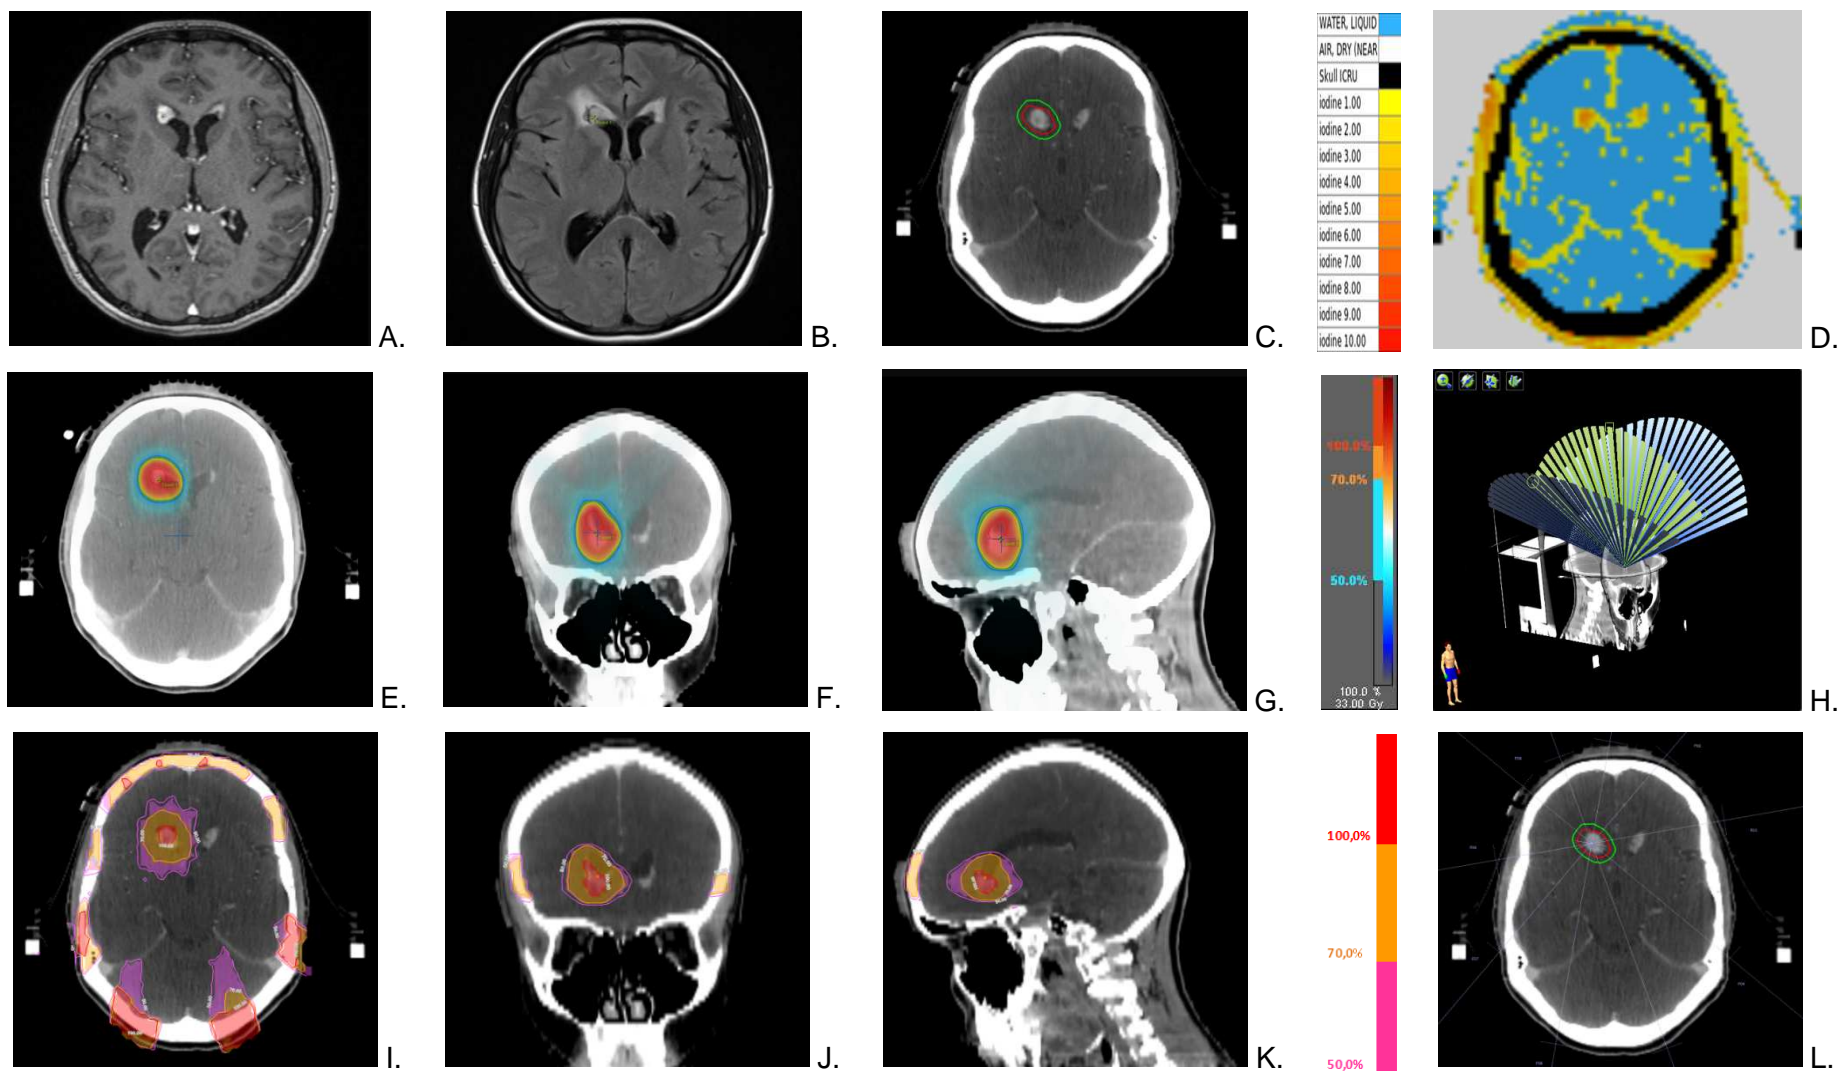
Radio-anatomie de la métastase cérébrale de la patiente n°1 (A. IRM T1 avec gadolinium, B. IRM T2 FLAIR, C. TDM dosimétrique après inj. de PdCl et D. évaluation de la perfusion tumorale). Dosimétrie pour la STEREO (E. F. G.) et la SSRT/PdCl (I. J. K.). Balistique du traitement STEREO (H.) et SSRT/PdCl (L.)
